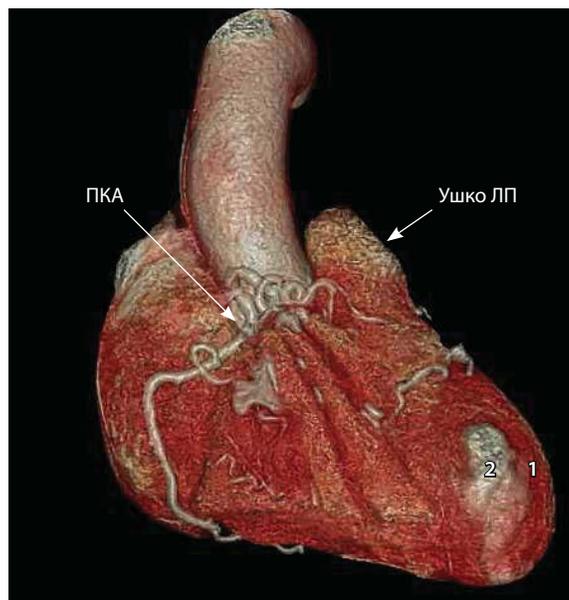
Компьютерная томограмма (3D-реконструкция) больной В., 29 лет; ПКА – правая коронарная артерия, ЛП – левое предсердие, 1 – зона заплаты, 2 – зона аневризмы
